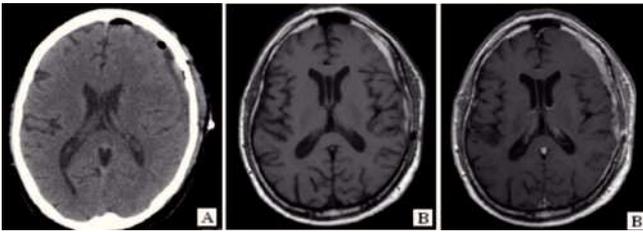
TC control sin contraste (A), evidenciándose mínima colección subdural de 6.4 mm, sin desplazamiento de la línea media. RM control sin y con contraste (B), presenta mínima colección subdural fronto-parietal de 9 mm, con discreto borramiento de de los surcos subyacentes.
